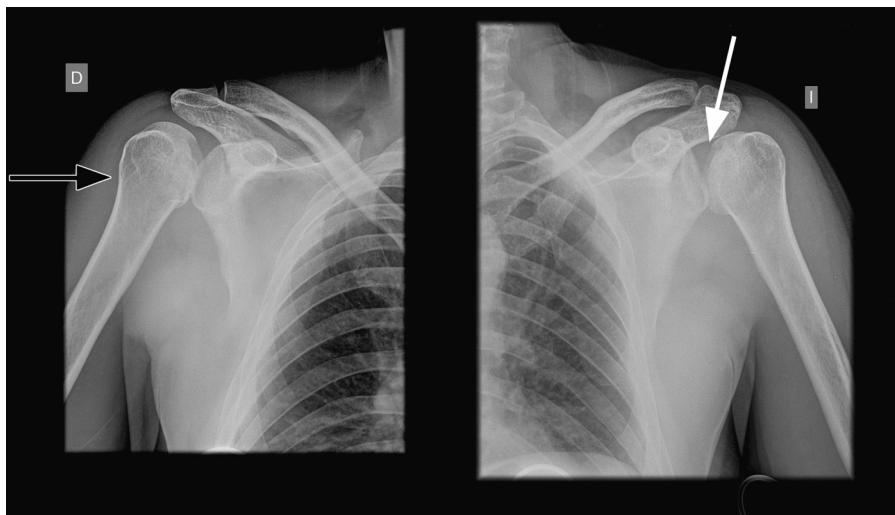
Radiografía anteroposterior de hombro bilateral. Se visualizan cambios sugestivos de luxación glenohumeral posterior. Signo de la glena vacía (flecha blanca). Signo del humero en bombilla (flecha negra).
